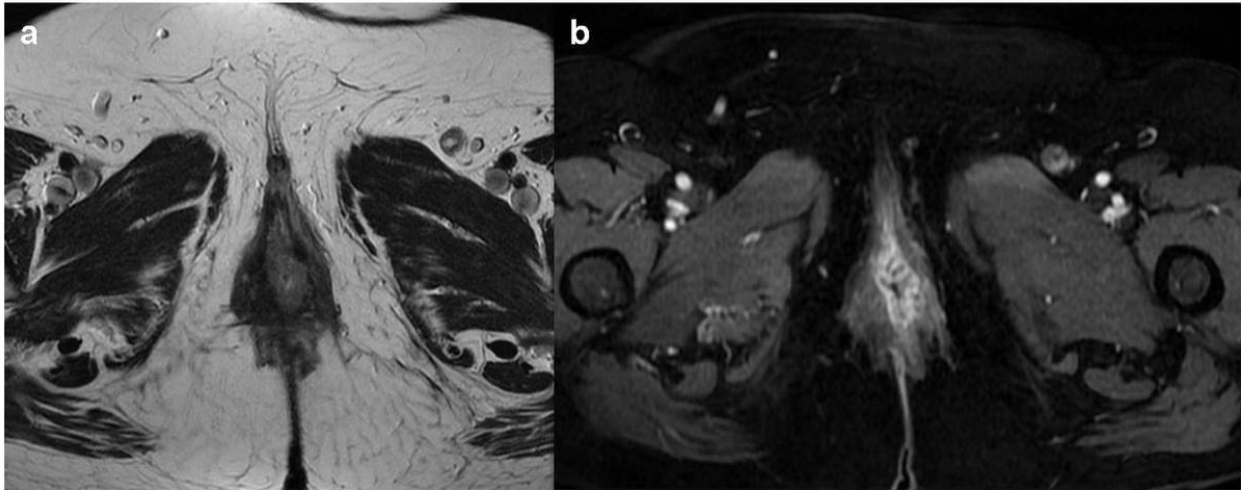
Mujer de 75 años con diagnóstico histológico de ca. epidermoide de vulva. Estudio de estadificación. Imágenes de RM axial potenciadas en T2-FSE (a) y T1-SPGR tras contraste IV que muestran una lesión infiltrativa sólida en labio menor izquierdo > 2 cm que se extiende hasta el introito vaginal infiltrándolo. Existe una adenopatía inguinal izquierda sospechosa. Correspondería a un estadio III por RM. References: Hospital Materno-Infantil, Hospital Universitario Virgen de las Nieves - Granada/ES
